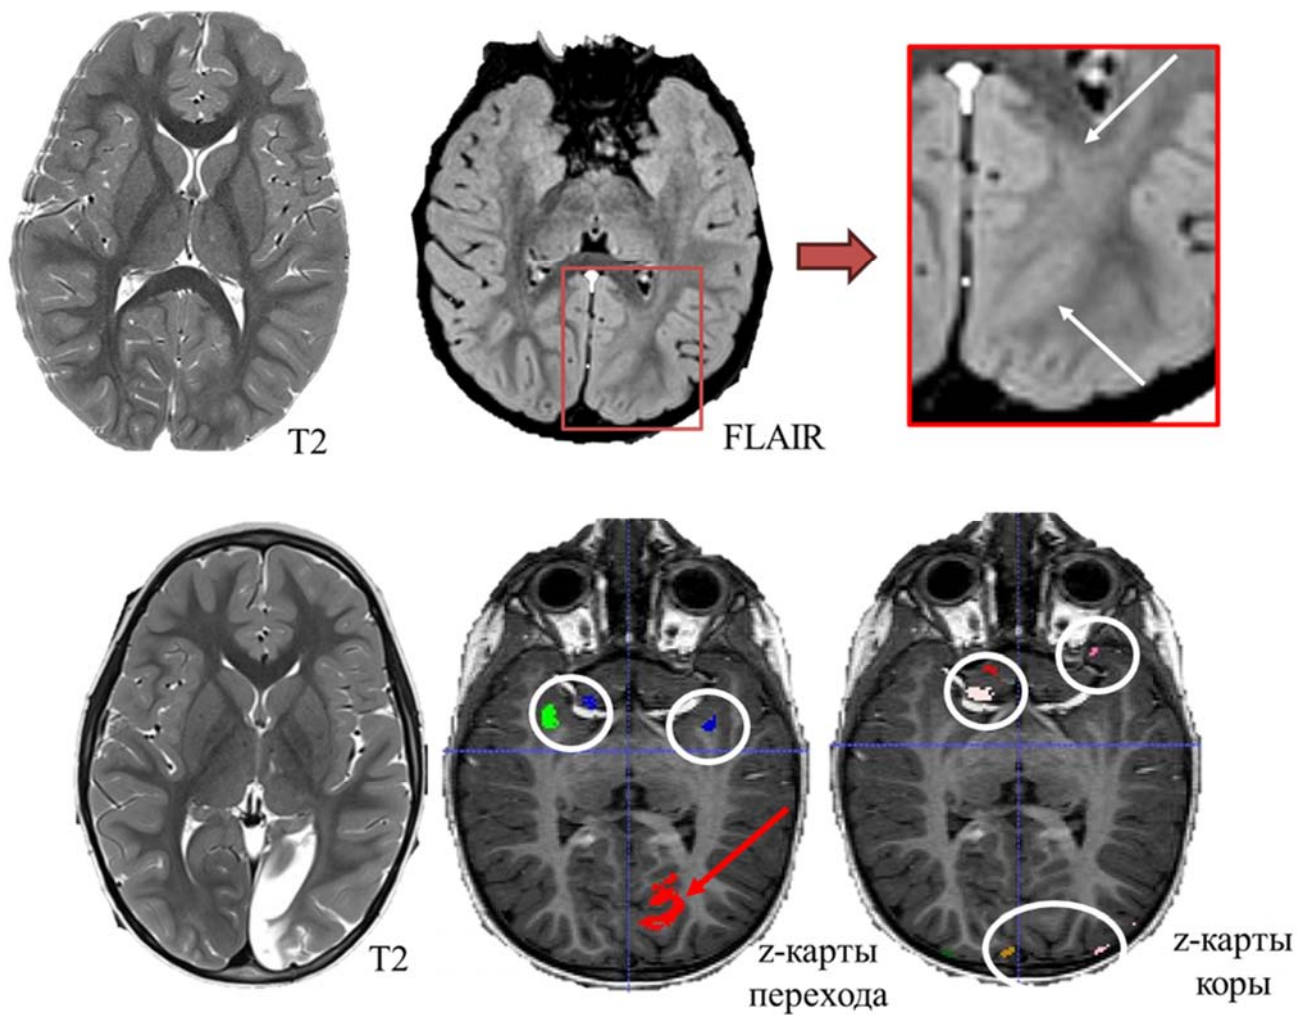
МРТ пациента с ФКД левой затылочной доли (красный квадрат). По данным МРТ отмечаются структурные нарушения левой затылочной области, в виде нарушения перехода серого и белого вещества. z-карта нарушения границы серого и белого вещества демонстрирует аномально яркую зону (красная стрелка), совпадающие с данными МРТ-исследования и зоной резекции. В белых кругах отмечаются условно ложноположительные зоны
